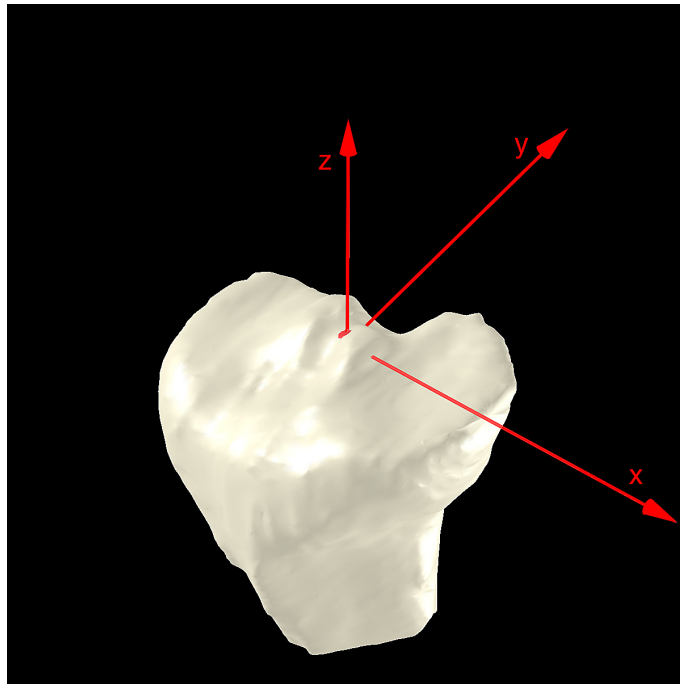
Tibiaplateau-basiertes Koordinatensystem. Der Ursprung des Koordinatensystems entspricht dem geometrischen Schwerpunkt, die drei Koordinatenachsen entsprechen den drei Eigenvektoren des Tibiaplateaus. Die Richtungen der Koordinatenachsen orientieren sich an dem für die MRT-Volumendatensätze eingeführten Koordinatensystem (vgl. Abbildung 3.3).
